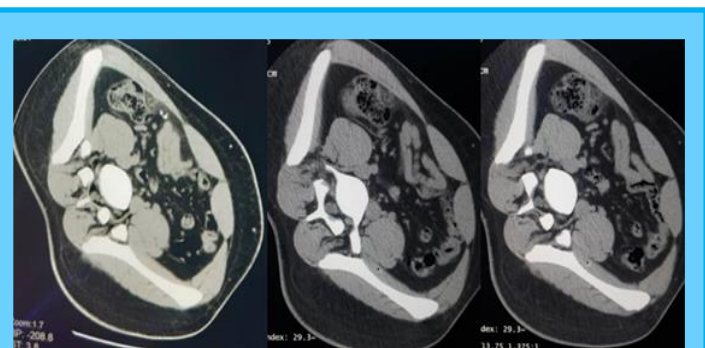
TAC Abdominopélvica
